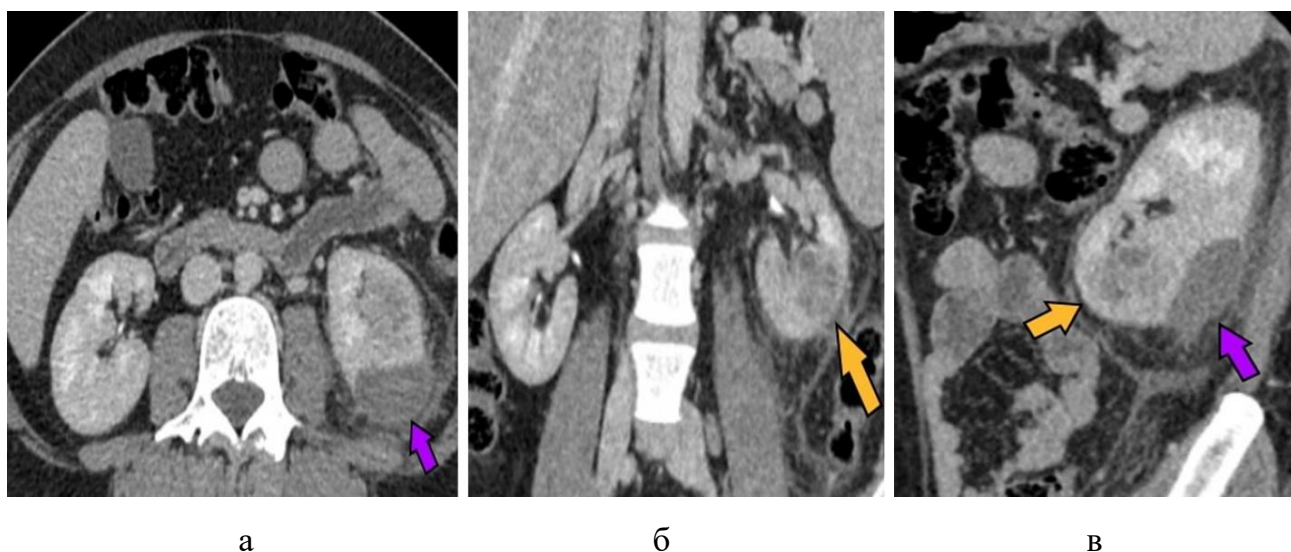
Компьютерные томограммы почки с внутривенным контрастным усилением пациентки К., 39 лет, на 10–е сутки после травмы: нефрографическая фаза контрастирования в аксиальной (*а*), коронарной (*б*) и сагиттальной (*в*) проекциях. Определяется утолщение паренхимы с апостемами в корковом слое (*желтые стрелки*) и подкапсулярная гематома (*фиолетовые стрелки*)
